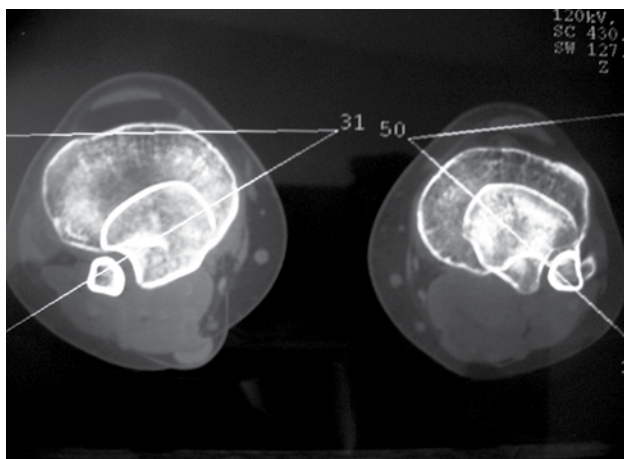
TAC con medición de rotación tibial externa. Superposición de borde posterior de patillos y eje bialeolar. Normal: 20-23 grados.
